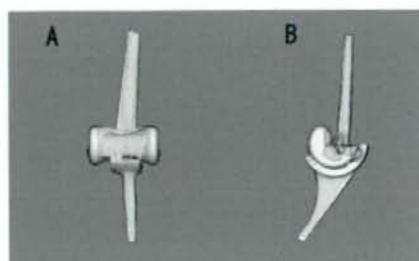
既知の各コンポーネントCADモデルをCTデータから作成した各コンポーネントのモデルに重ね合わせ
